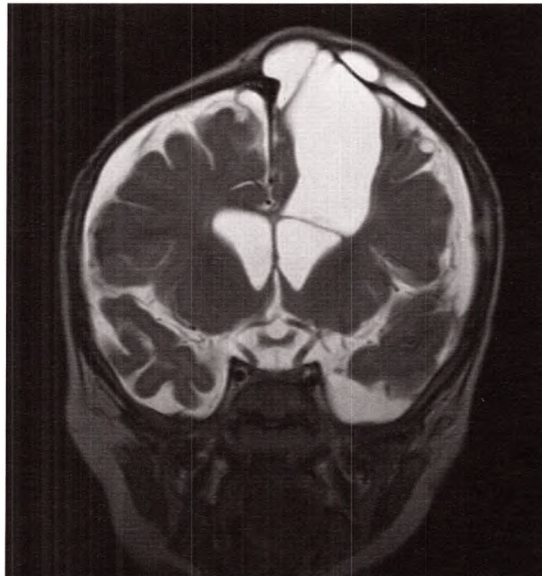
B IRM en pondération T2, coupe coronale. Fracture évolutive.
